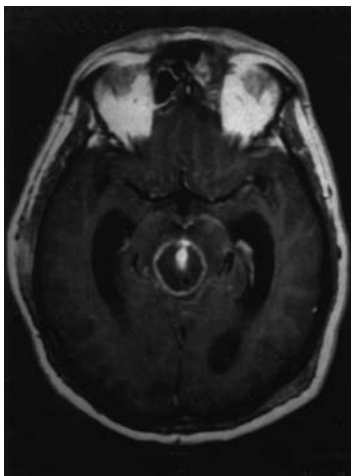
RM mostrando grande lesão cística, expansiva, no tronco cerebral, com captação anelar de contraste e dilatação ventricular.
